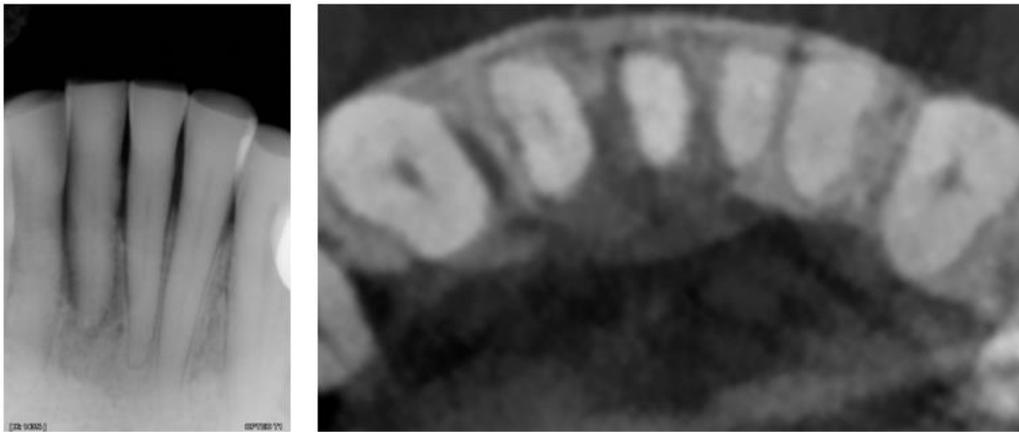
41 sur une radiographie rétro-alvéolaire (à gauche) et sur une coupe axiale du CBCT (à droite) (examens radiographiques du Dr CALVO)
